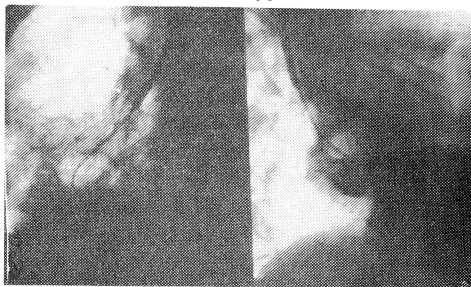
На рентгенограммах правого легкого того же больного в прямой (а) и правой боковой (б) проекциях виден управляемый катетер в просвете промежуточного бронха. По нему проведен телескопический катетер через Б-8 в толщу тенеобразования. После введения воздуха стала дифференцироваться полость деструкции с неровными внутренними контурами. На дне полости определяется контрастное вещество.
